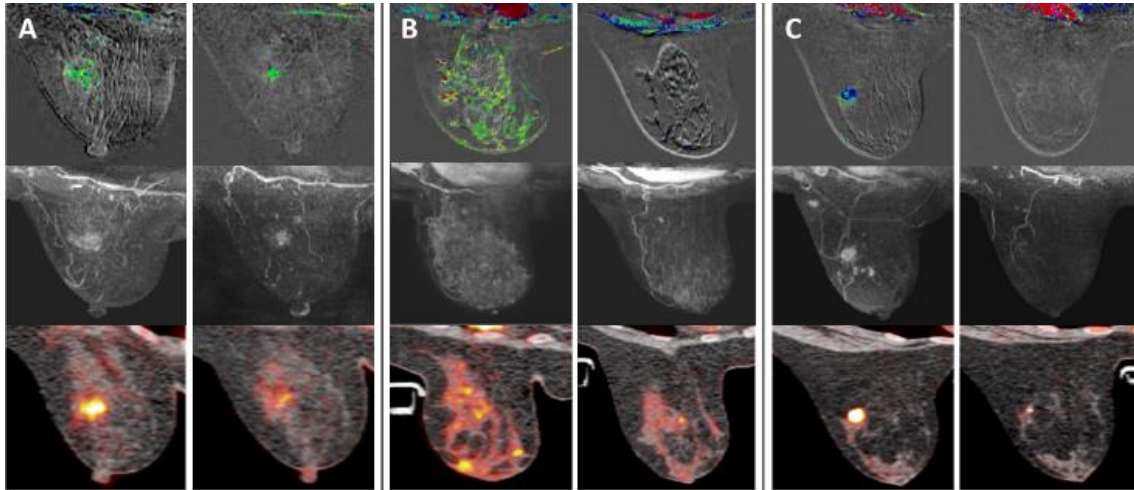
Imagen de RM y PET/TC de diferentes subtipos de CM. Moderada respuesta al tratamiento en A, buena respuesta en RM pero moderada en PET/TC en B, y buena respuesta tanto en RM como PET/TC en C. Fuente: Schmitz AMT, Teixeira SC, Pengel KE, Loo CE, Vogel WV, Wesseling J. Monitoring tumor response to neoadjuvant chemotherapy using MRI and 18F-FDG PET/CT in breast cancer subtypes. PLoS One. 2017 May 22;12(5):e0176782
